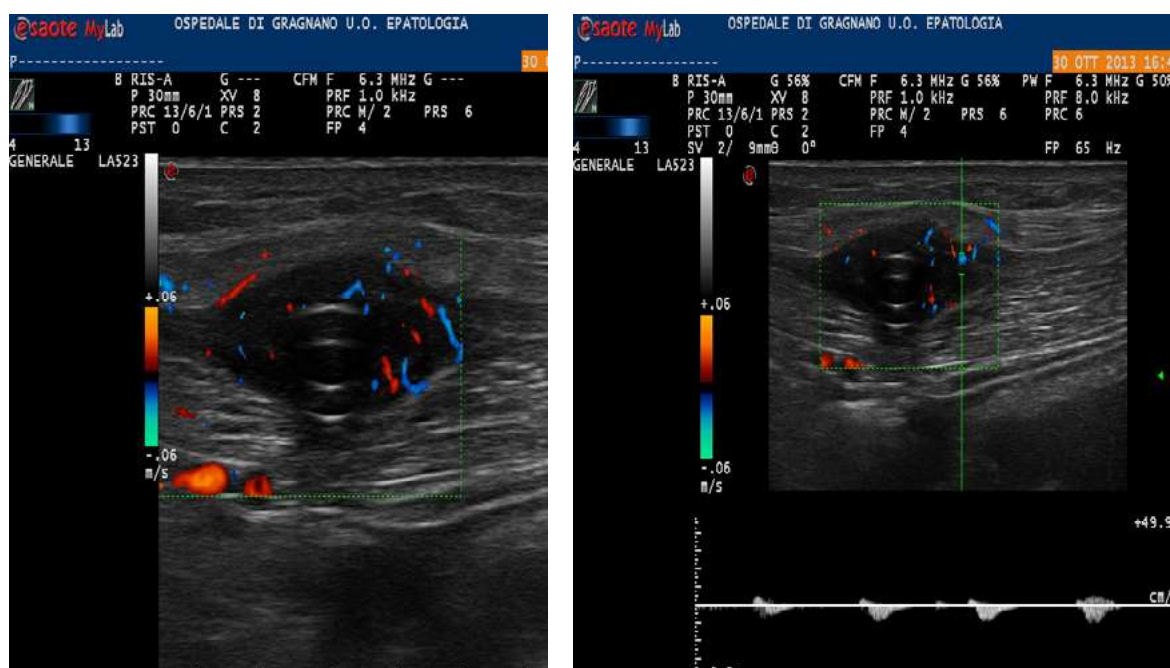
(a, b). Color Doppler positivo in corrispondenza dell'area ipoecogena
